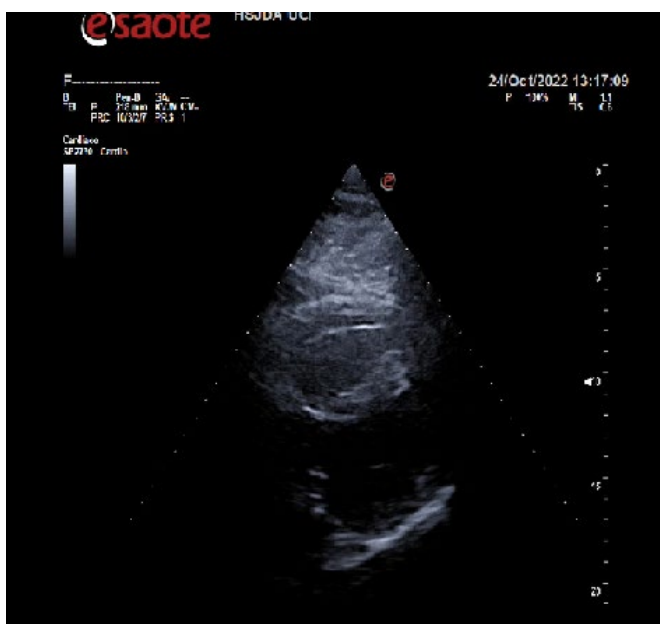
Ecocardiografía donde se visualiza cable de marcapasos en ventrículo derecho.
